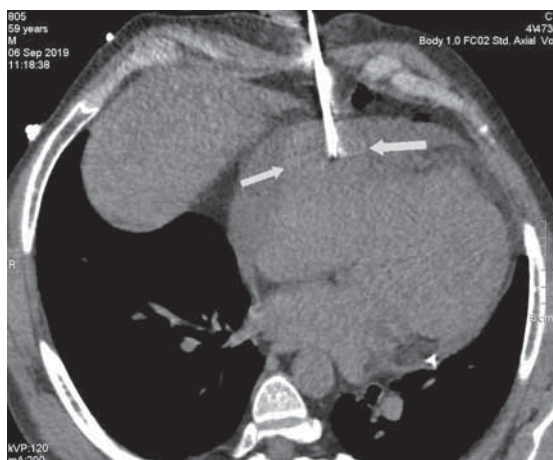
Пункционная биопсия новообразования под контролем КТ-исследования 06.09.2019 (пациент М.). Стрелки показывают направление пункционной иглы
